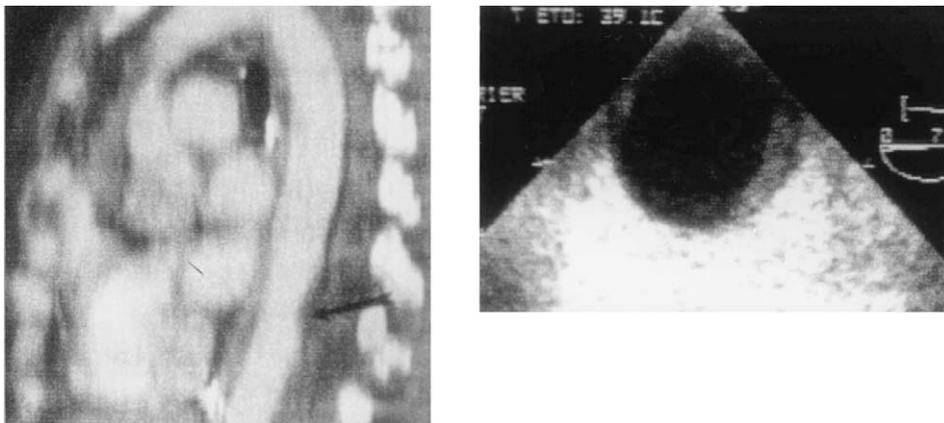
Aspects d'hématome intramural posttraumatique de l'aorte thoracique descendante en échocardiographie transœsophagienne (gauche) et en imagerie de résonance magnétique (droite).
